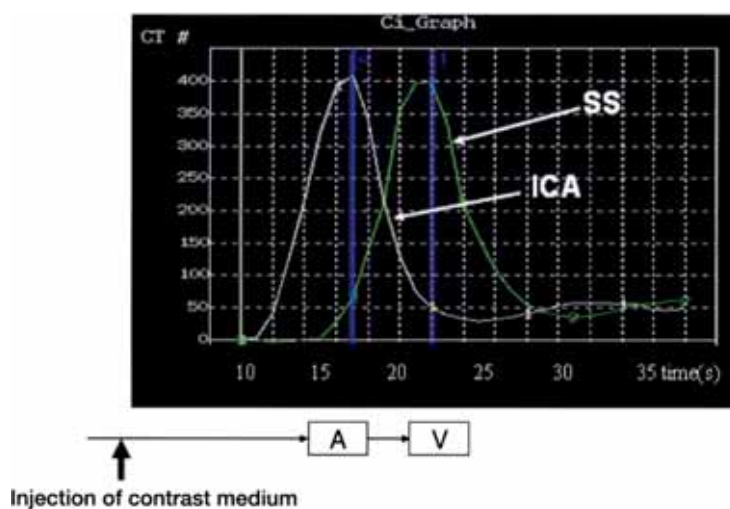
Time density curves of ICA and SS. Vertical and horizontal lines indicate CT number (HU) and time (seconds). ICA: internal carotid artery, SS: sigmoid sinus, A: scanning for arterial phase 3D-CTA, V: scanning for venous phase 3D-CTA
